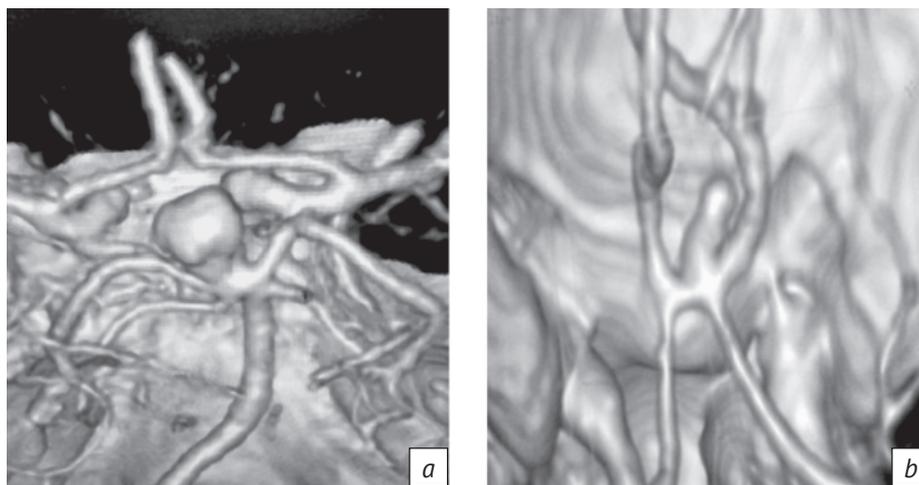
КТ-ангиограммы мешотчатой аневризмы: *a* – бифуркации основной артерии; *b* – передней мозговой – передней соединительной артерий
